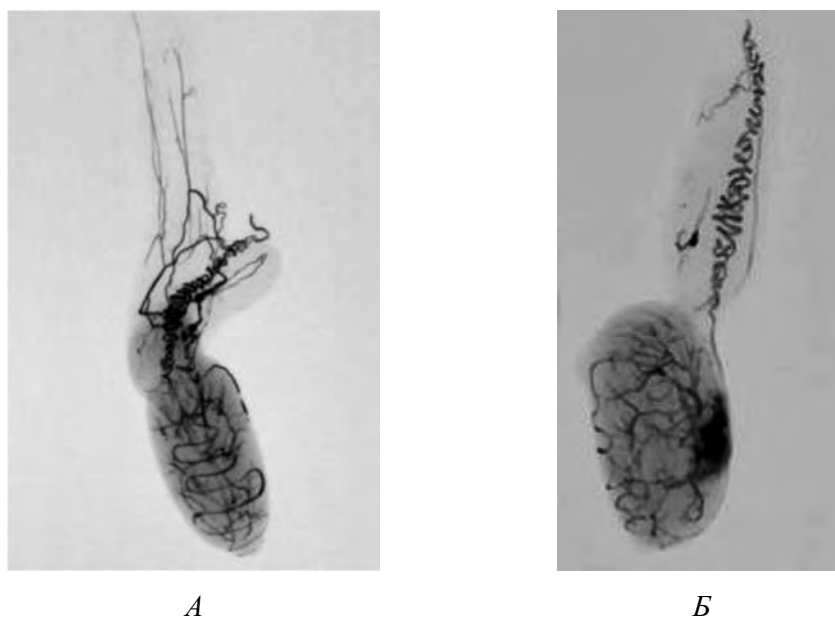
Рентгенангіограми артерій яєчок щурів після експериментальної термічної травми. А – на 7 добу досліджу; Б – на 14 добу досліджу. Ін'єкція судин водною суспензією дрібнодисперсного свинцевого сурику. Рентгенограма
